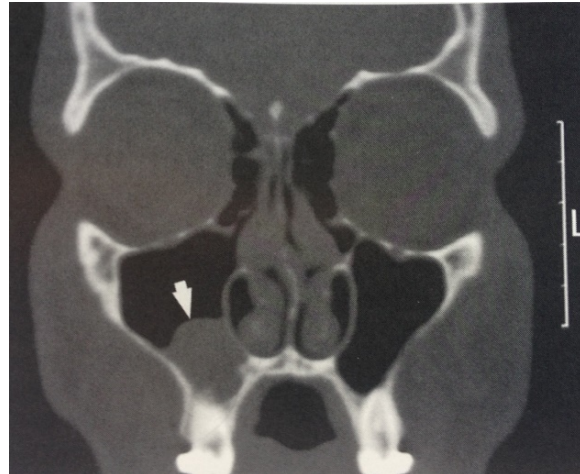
Pseudocisto de retenção mucoso no seio maxilar direito, visto em corte coronal de TC.
